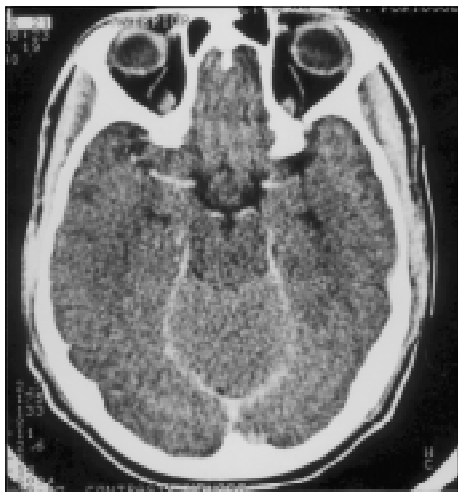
Tomografia computadorizada do crânio (março 1997), sem anormalidades.
